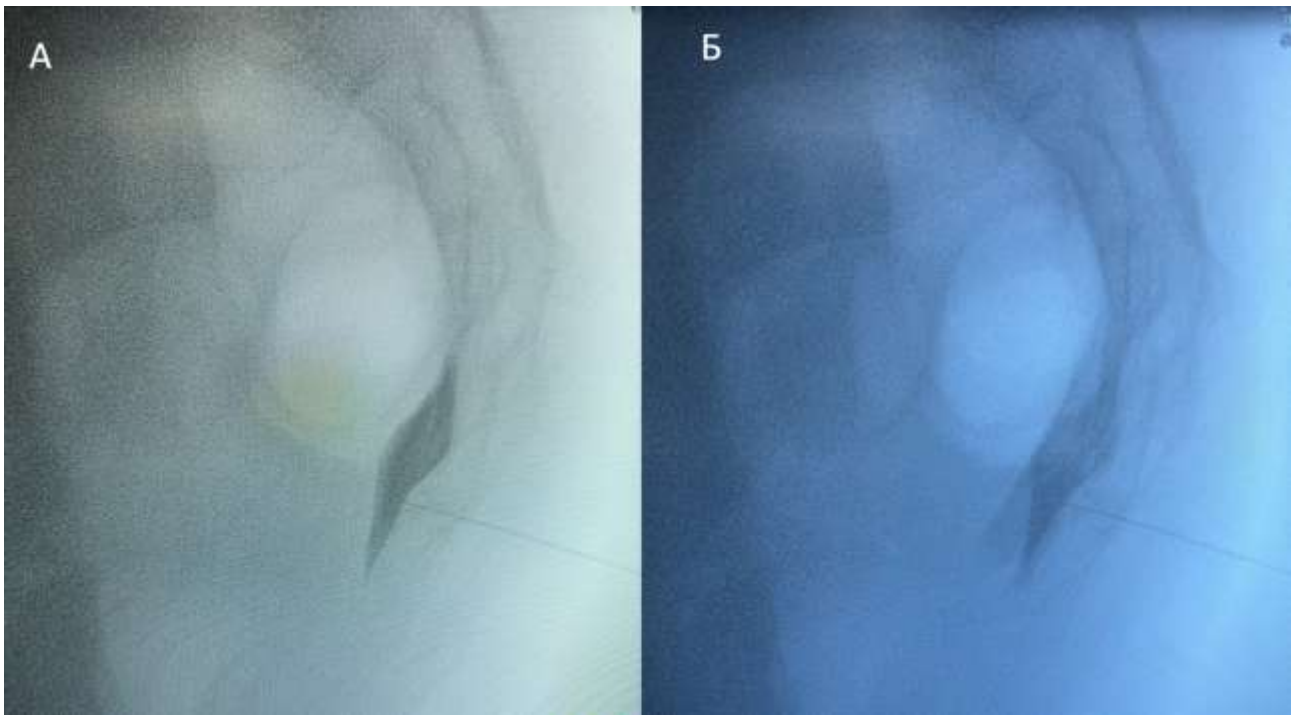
Рентгеноскопія блокади непарного вузла: транскрижово-куприковий доступ, бічна проєкція: А – візуалізація непарного ганглія після введення барвника, «знак коми» перед крижово-куприковим суглобом, що вказує на правильне розташування голки; Б – зображення після ін'єкції суміші місцевого анестетика та стероїду, підтвердження розмивання барвника – вільна дифузія (поширення) контрасту в заочеревинному тазовому просторі.
